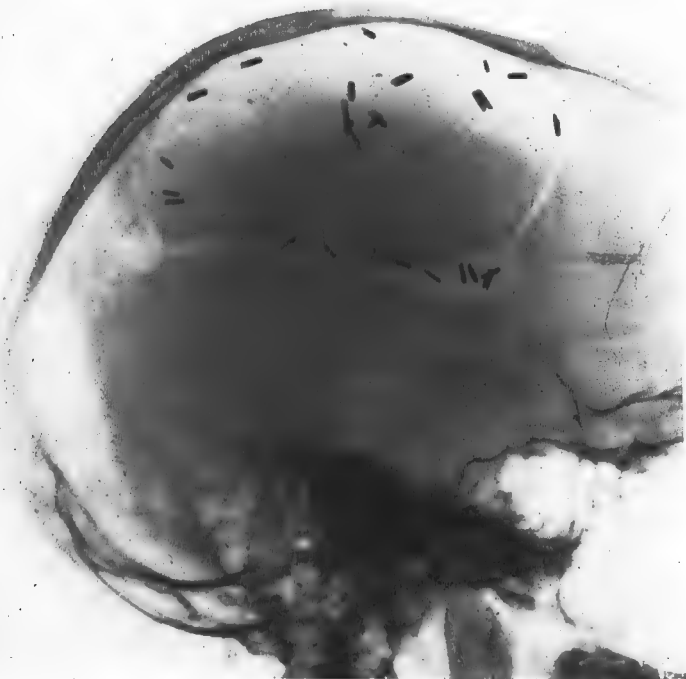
Radiographie postopératoire, montrant le volet et les clips laissés en place.
